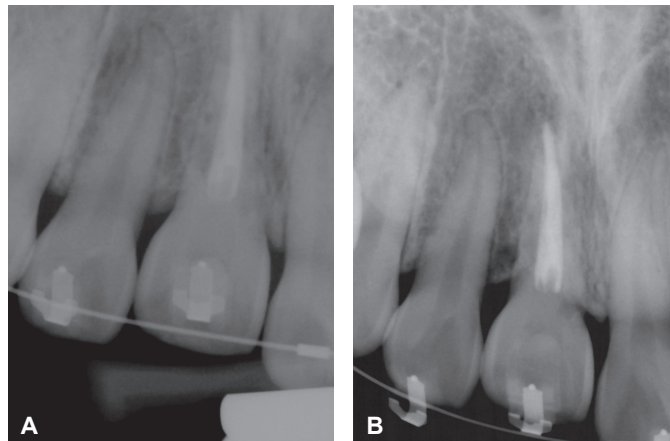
Serial periapical radiographs of maxillary anterior region at 2 months (A) and 3 months (B).
